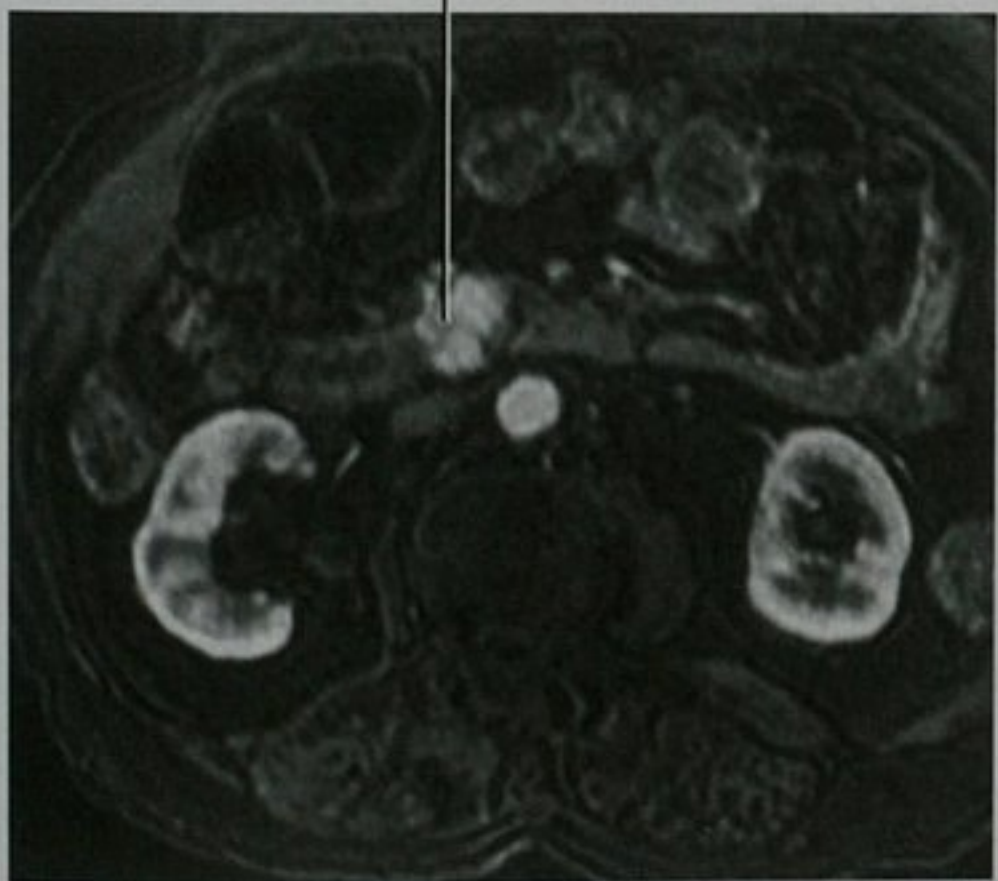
通过胰头下部层面的钆-DTPA 增强动脉期 MRI 图像,显示一个小的富血管肿瘤,EUS 引导活检证实为神经内分泌肿瘤
